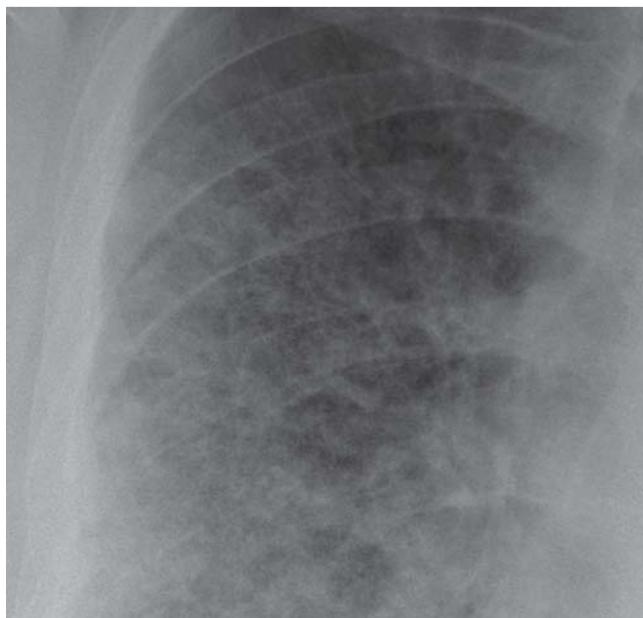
Ausschnittvergrößerung eines Röntgenbildes mit retikulärem Muster.
